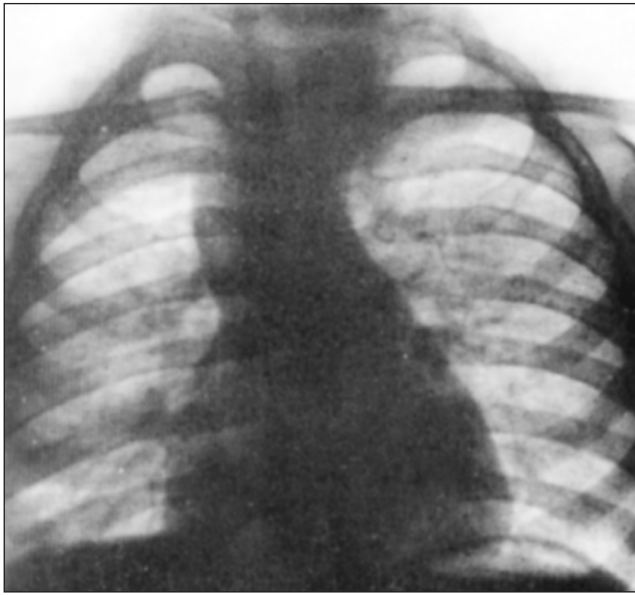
Тетрада Фалло (рентгенограмма)
